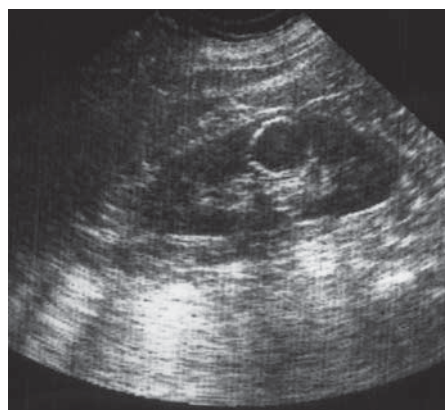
Chist renal simplu. Ecografie.
